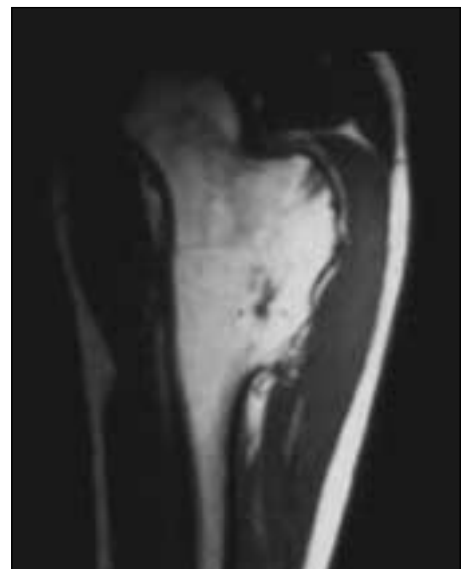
Resonancia magnética (corte frontal).
